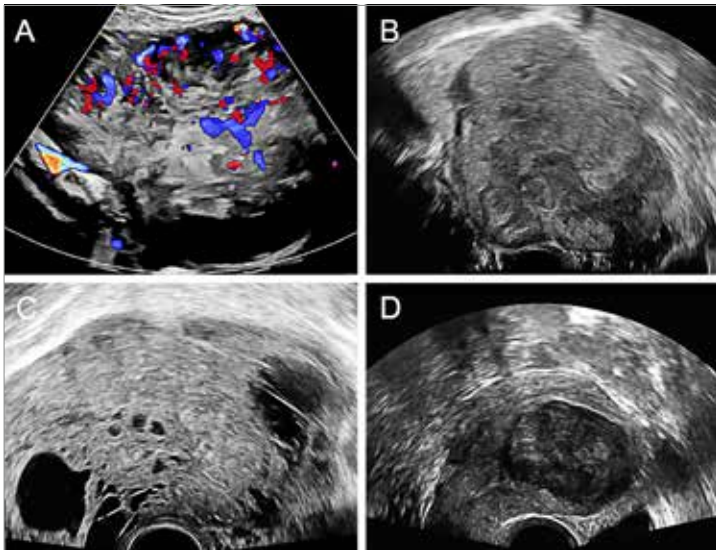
Sonographische Kriterien des Basel-Sarcoma-Score
